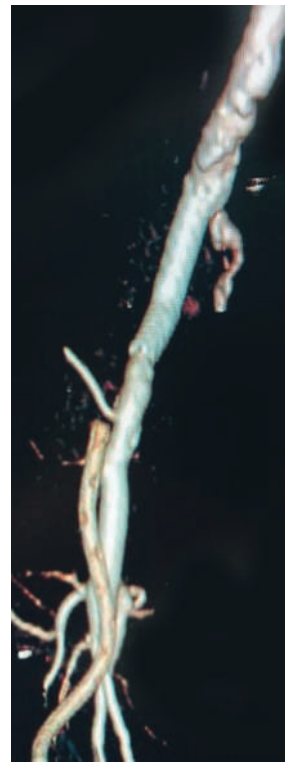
Компьютерная томографическая ангиография: контроль на 3-и сутки после операции
